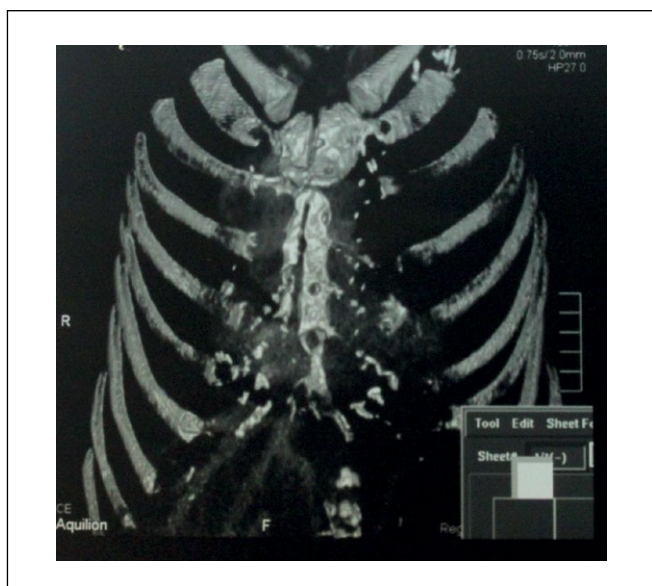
Компьютерная томограмма ОГК. Отмечается деструкция и секвестрация створок грудины.
